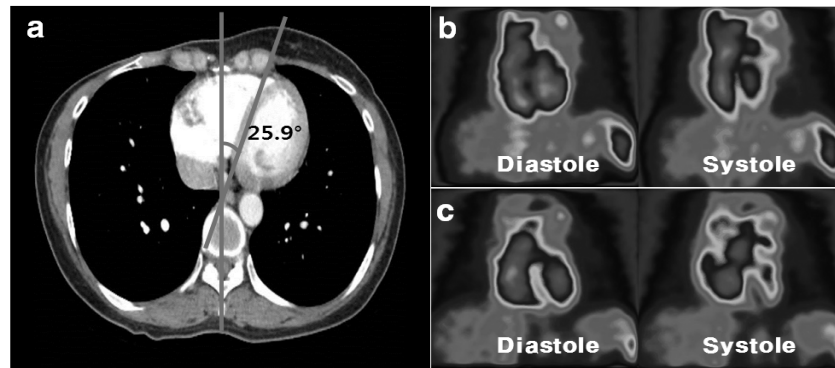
Case review of a 44-year-old female patient. Transverse CT image (a) for measuring the septal angle, and representative diastole and systole images of LAO 45 (b) and LAO 25.9 (c) view.
